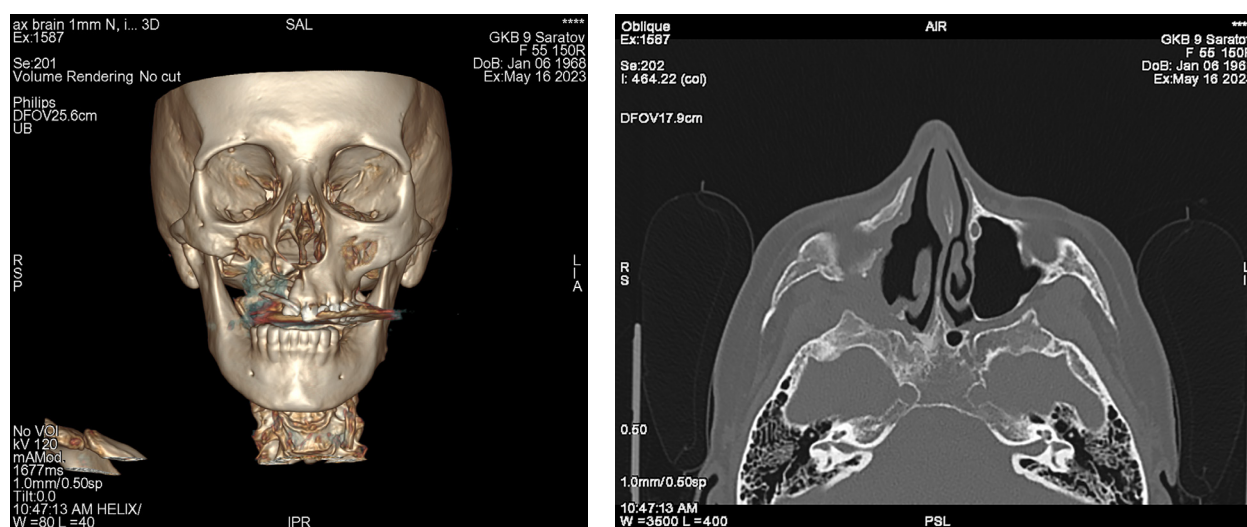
Компьютерная томограмма пациентки Р. через 1 год после операции:
